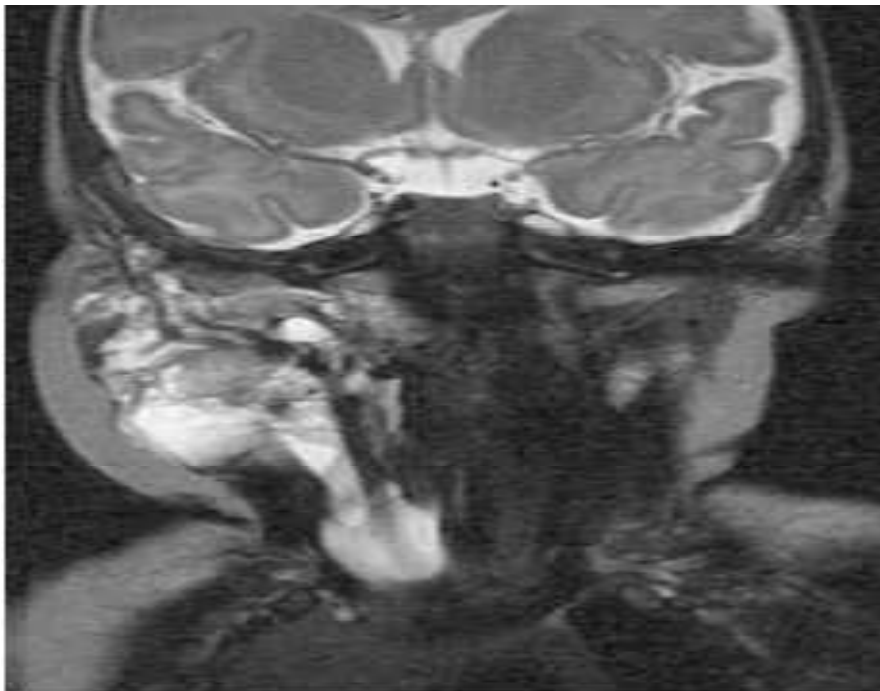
Coupe IRM en séquences spinécho-T2, coronale montrant le volume et l'extension entre le paquet juvulocarotidien droit et le muscle sternocléïdomastôïdien.
